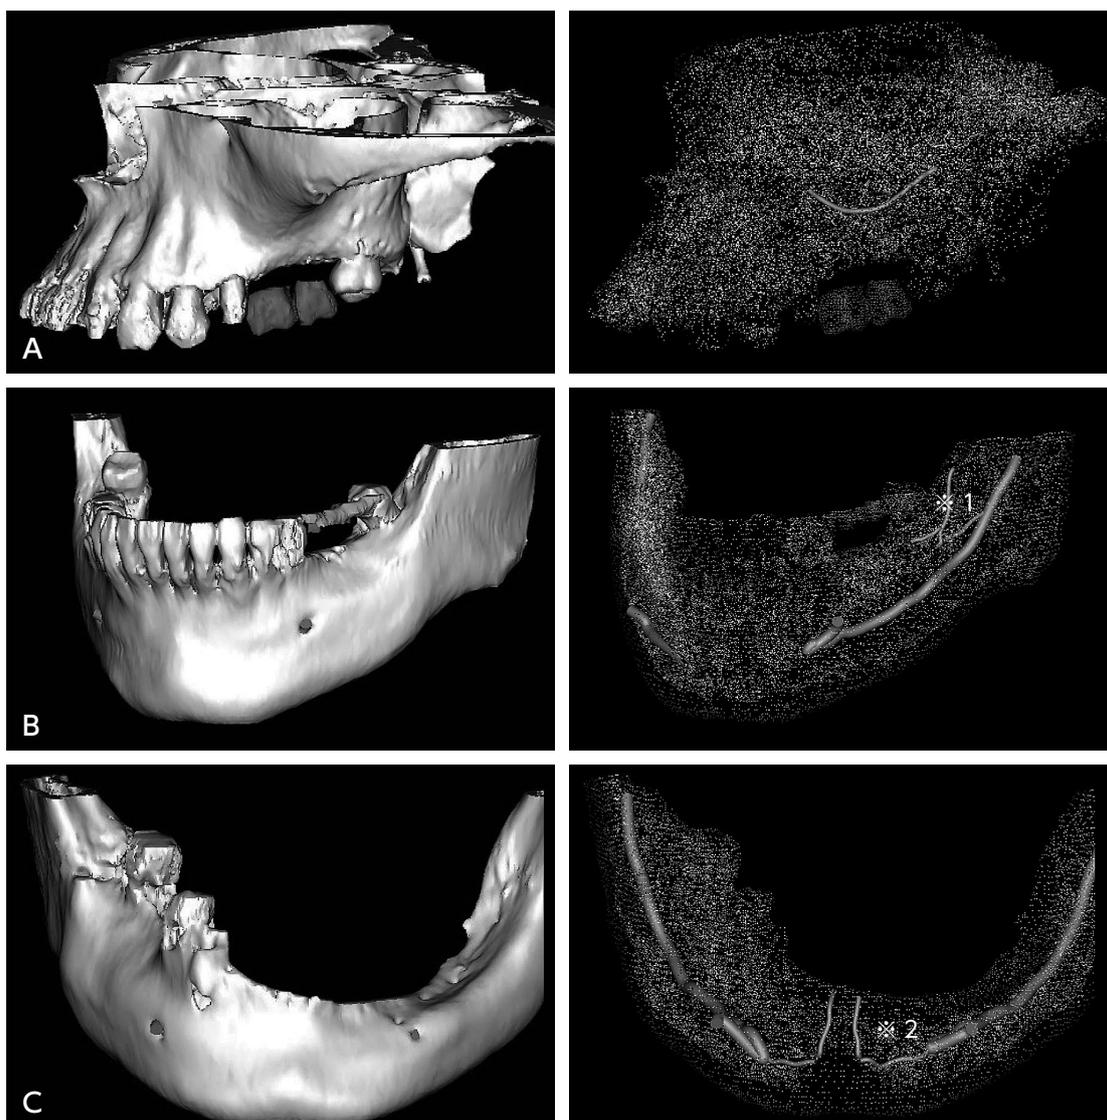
正常 CT 画像解剖 (A: 上顎: 後上歯槽動脈, B: 下顎: 下歯槽神経臼歯枝・臼後枝が走行する小管 (*1), C: 下顎: 下歯槽神経臼歯枝が走行する小管 (*2))
